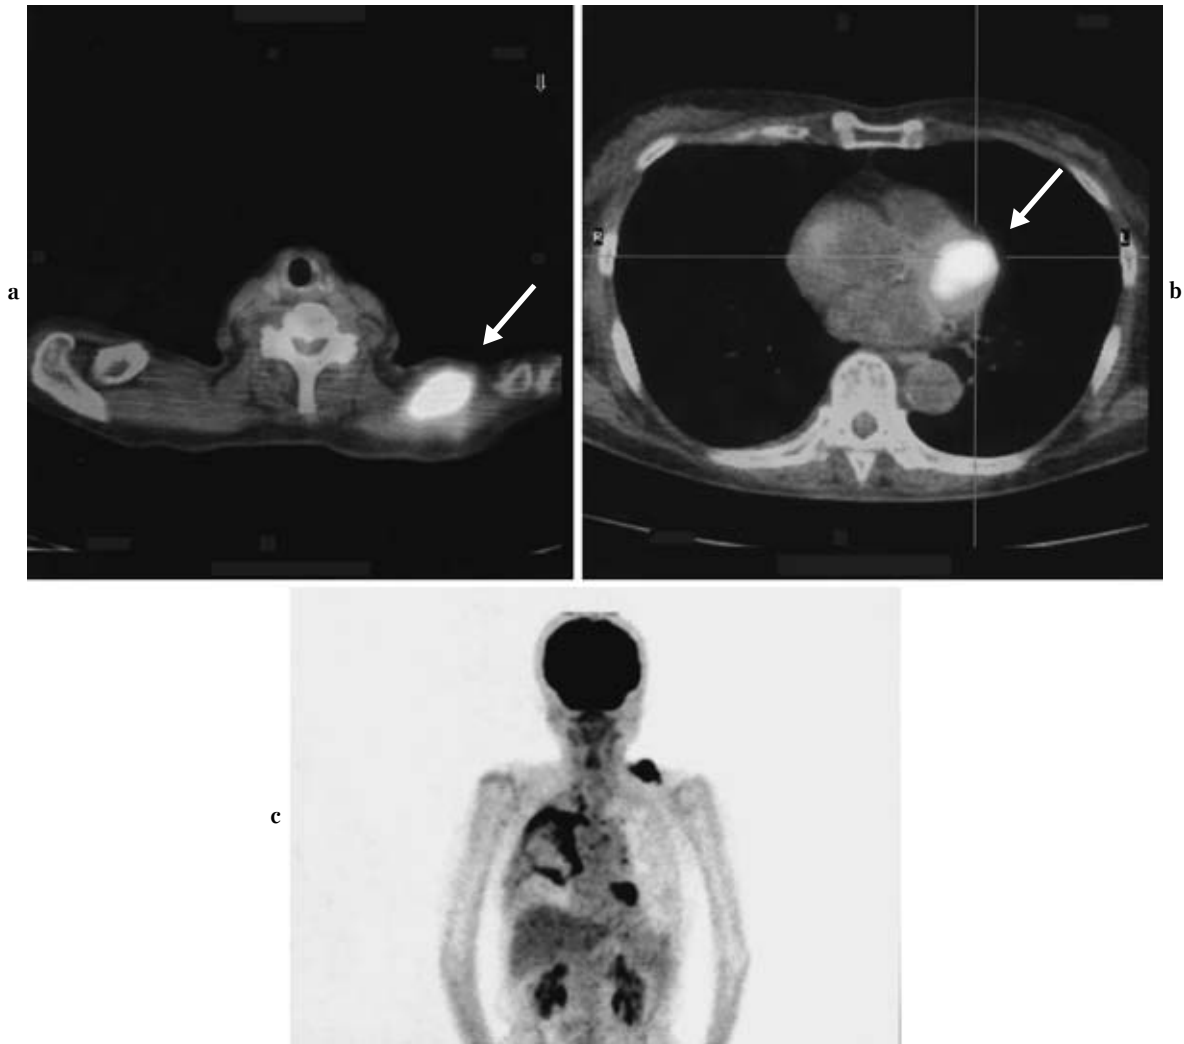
a, b, c) FDG-PET demonstrated high uptake in the right side of the thoracic cavity, left trapezius muscle and left ventricle.
